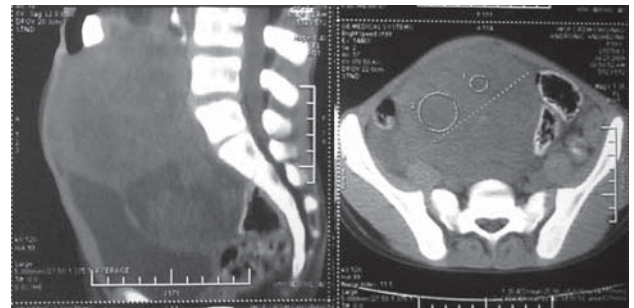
TC a bolnavului A.
